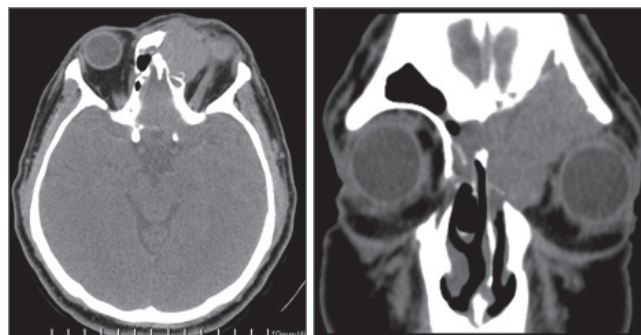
МСКТ больного Р. до лечения
